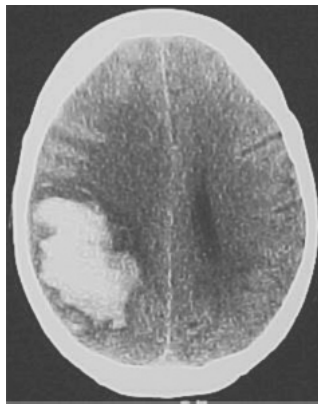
Hemorragia intraparenquimatosa. Tomografia computadorizada de crânio sem contraste, revelando hemorragia intraparenquimatosa lobar parietal direita.
